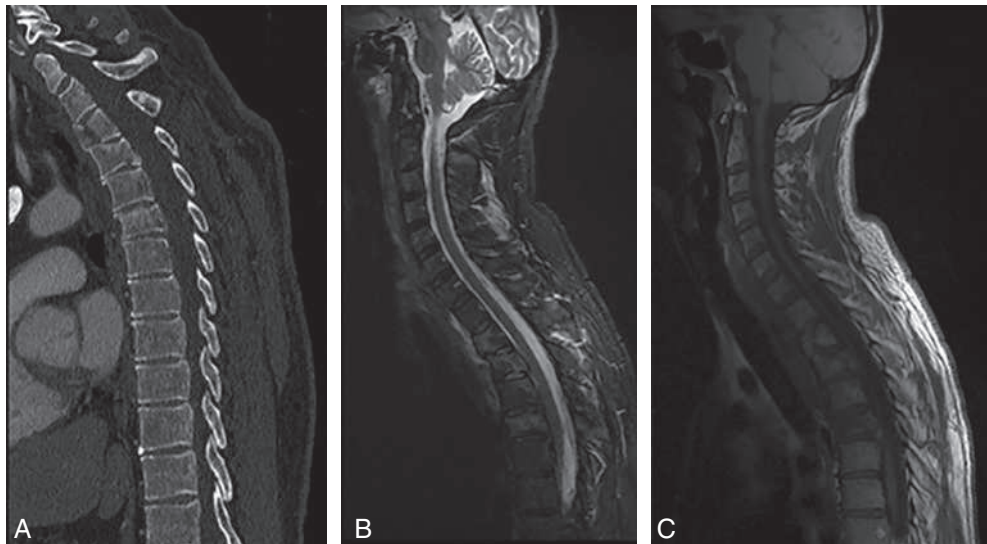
Fracture du rachis dorsal haut en TDM (A), IRM T2 STIR (B) et T1 (C) montrant des lésions du système ligamentaire postérieur et du disque intervertébral.
